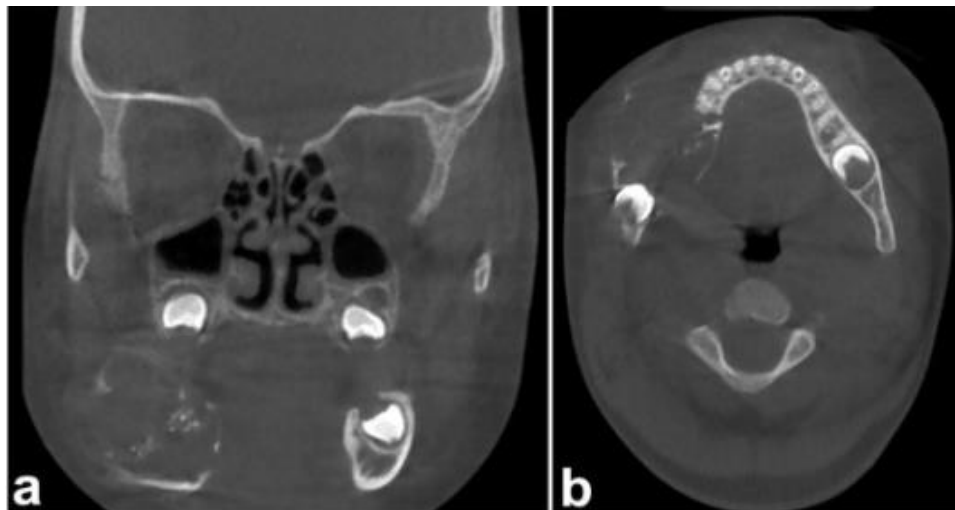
Imágenes CBCT coronales (a) y axiales (b) que muestran expansión y perforación cortical ósea, así como pequeños focos radiopacos.⁴¹
